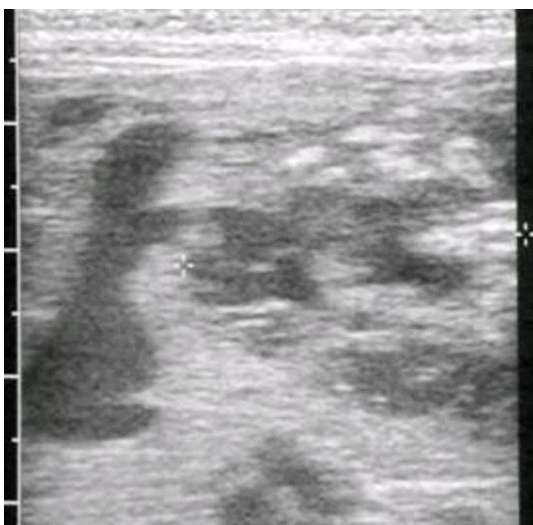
Ultrasound of the abdomen shows anheterogenous, ill-defined hemangioendothelioma, measuring 26.3 mm in long axis.
